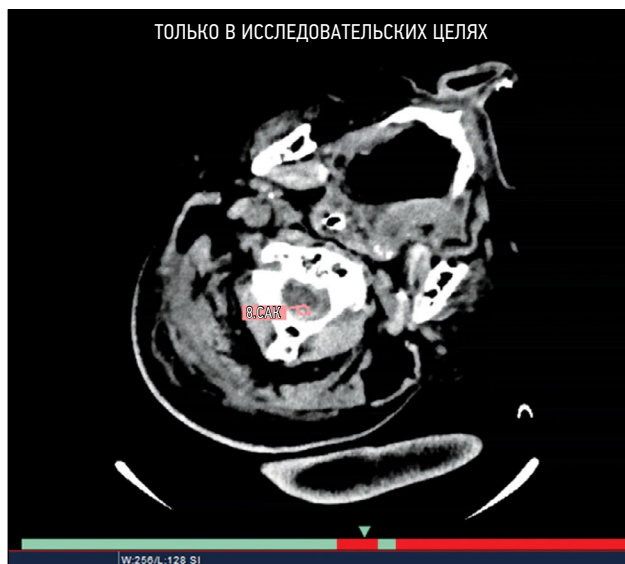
Дефект — разметка за пределами целевого органа, постконтрастная компьютерная томография вместо нативной. Модальность "Компьютерная томография".
